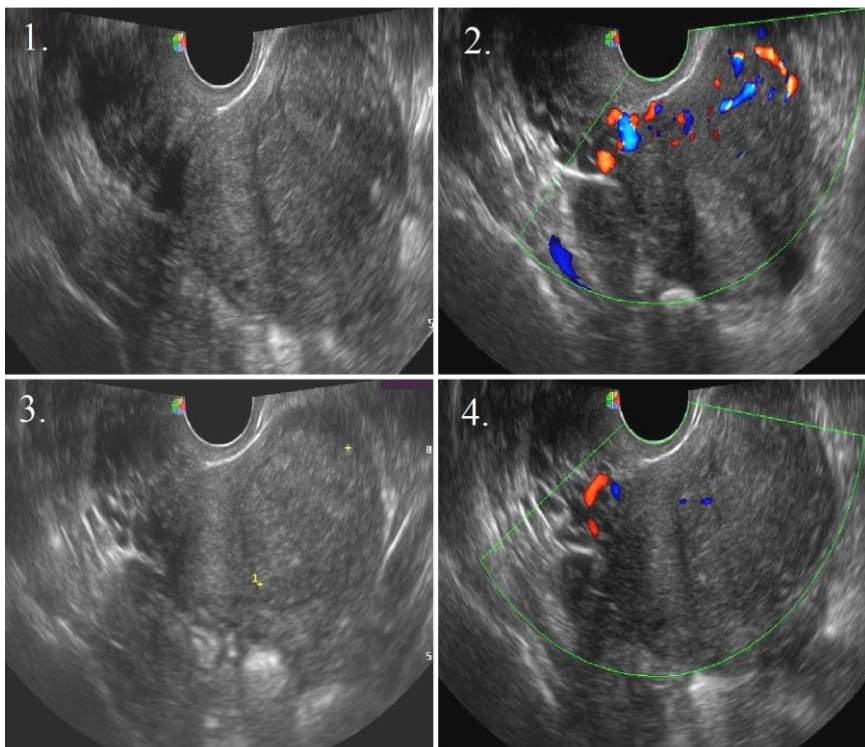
Examenul ecografic la o lună postembolizare; discretă reducere dimensională a nodulului(1) Absența semnalului doppler intranodular vascularizație normală a miometrului(2) Examinare ecografică la 3 luni – reducerea dimensională a fibromiomului(3) Examinare ecografică endovaginală la 6 luni – absența semnalului doppler în interiorul fibromiomului(4)
